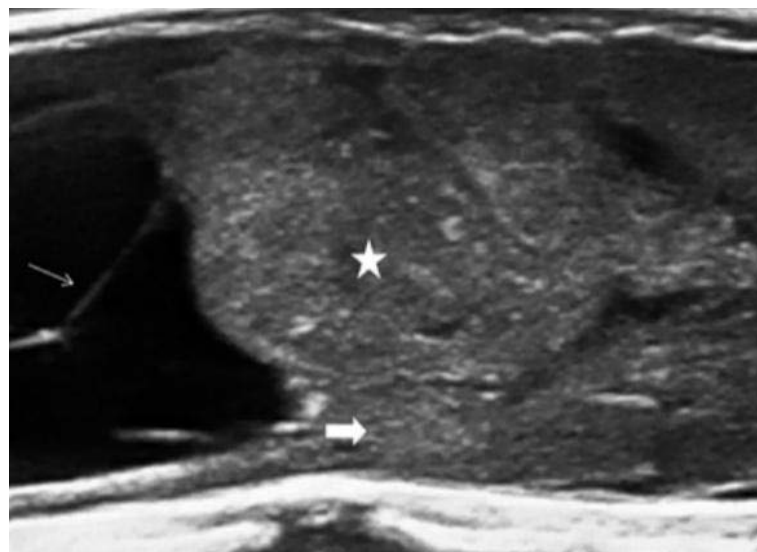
Image échographique d'un hémangioblastome : échographie axiale en mode B d'un hémangioblastome, représentant une lésion ovale (étoile) entourée d'une cavité kystique avec des septations (flèche fine). La moelle épinière (flèche épaisse) apparaît assez hyperéchogène, en raison de l'œdème . (89)
